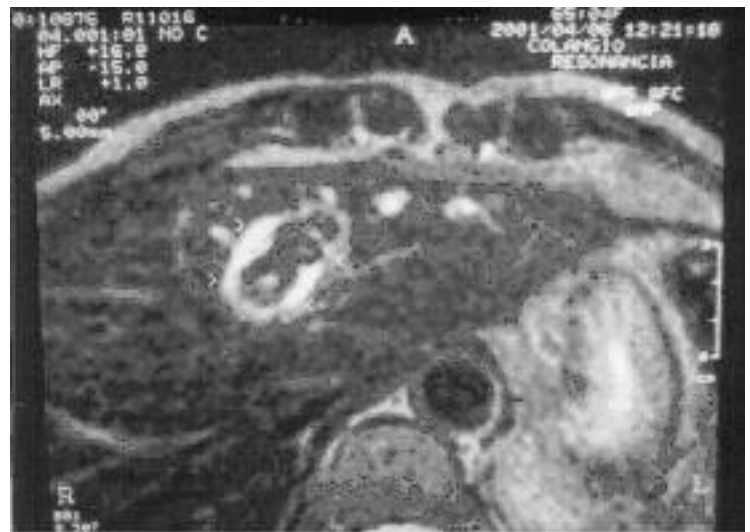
Colangioresonancia nuclear magnética que muestra litiasis intrahepática.
